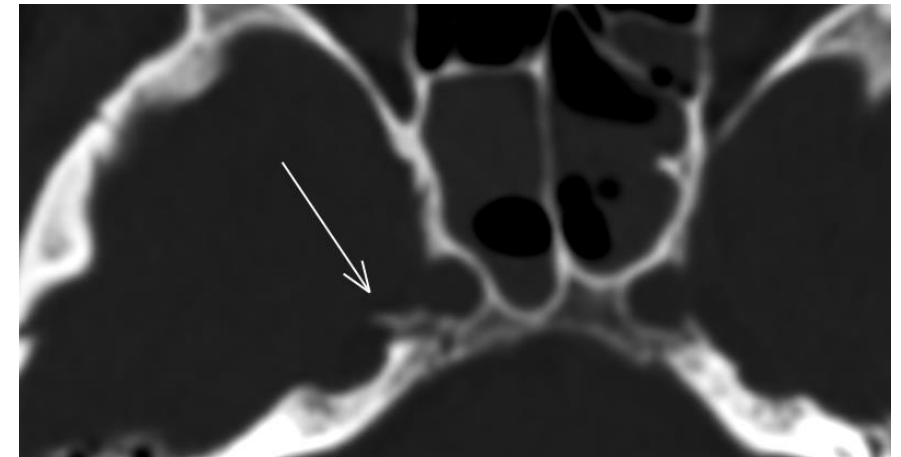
Paciente con fractura longitudinal del hueso temporal derecho que asocia trazo de fractura que afecta al contorno posterolateral del canal carotídeo derecho con una pequeña esquirra ósea que protruye hacia la fosa craneal media. Se completó estudio con angio-TC, donde no se observó compromiso de la ACI.
